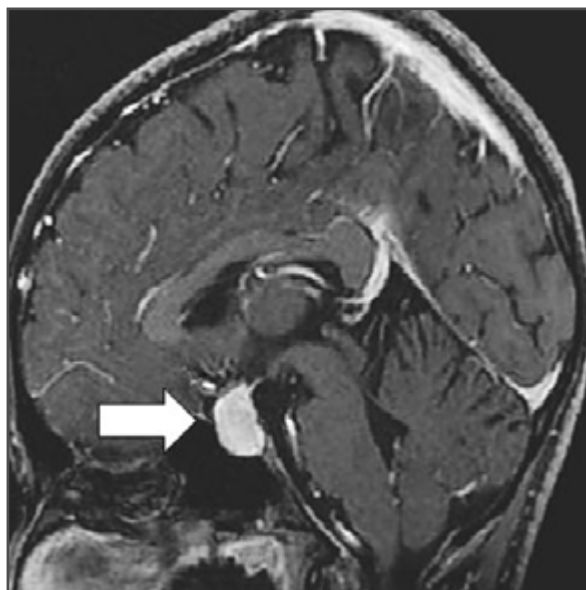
Imagen de resonancia magnética que muestran aumento de tamaño de la hipófisis sugestivo de hiperplasia hipofisaria.
